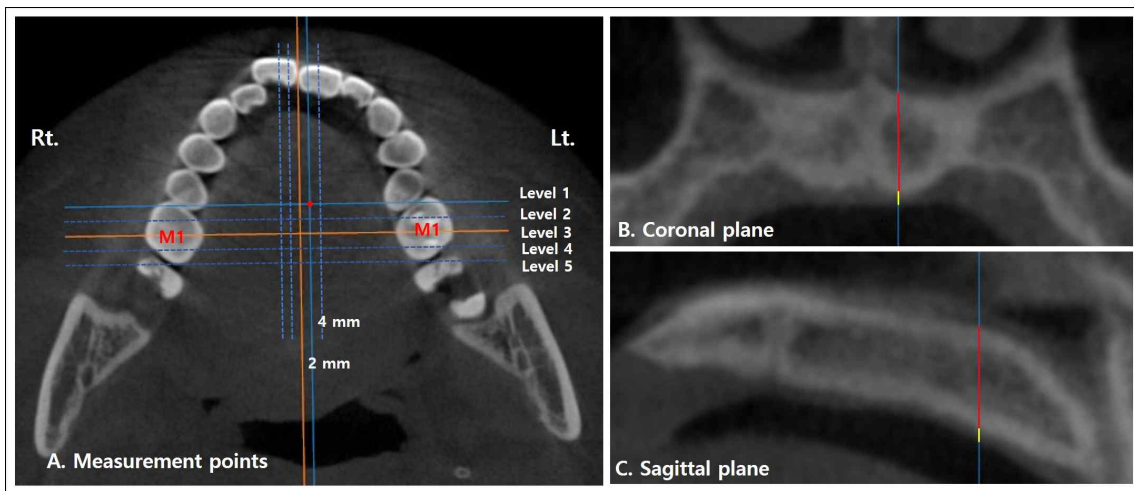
CBCT images showing the parameters that the thickness of the palatal bone and palatal soft tissue was measured. A represents a total of 20 measurement points that are a crossing point between each Level and 2 mm and 4 mm laterally from the antero-posterior reference line that is connecting the anterior nasal spine and the posterior nasal spine. The horizontal reference line in A is connecting the central fossa of the maxillary first molar (M1) and the interval between Levels is 3 mm. The red and yellow solid lines on coronal and sagittal planes (B & C) represent the thickness of the palatal bone and the palatal soft tissue at red circle point of A, respectively. Rt., right side; Lt., left side.
